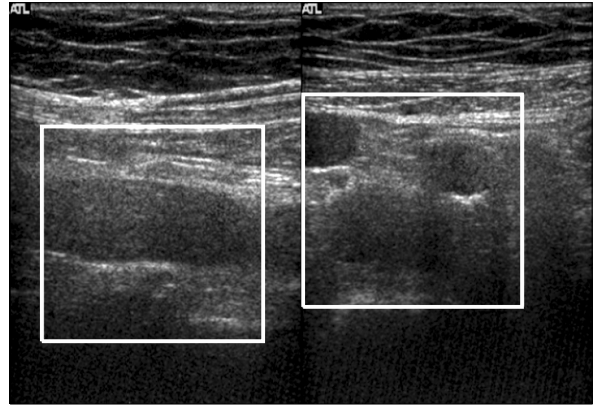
Color doppler scan reveals an absence of flow at the vena caval filter insertion site.
